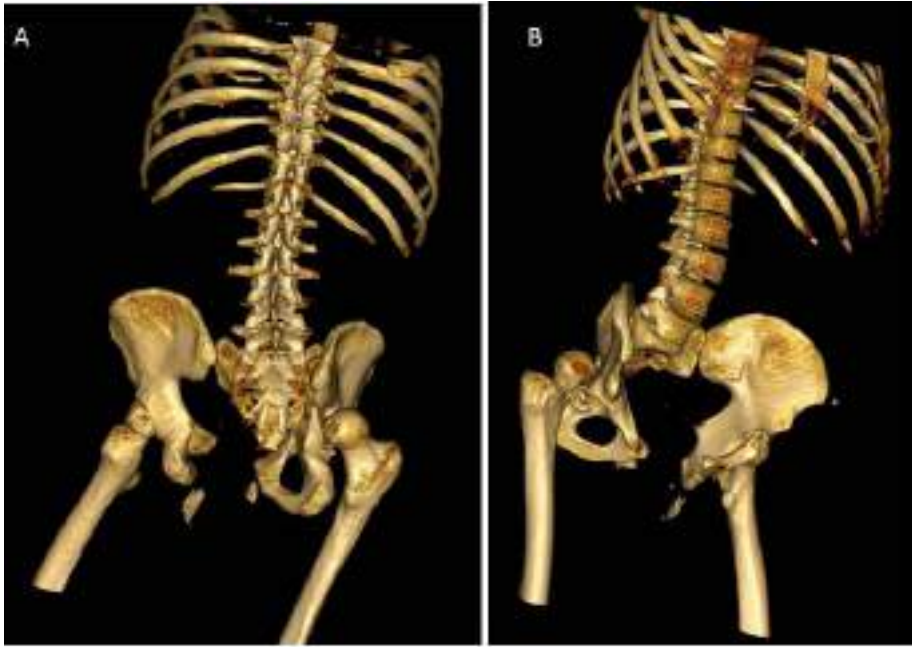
Reconstrucciones 3D de TAC, en visión posterior (A) y anterior (B).
